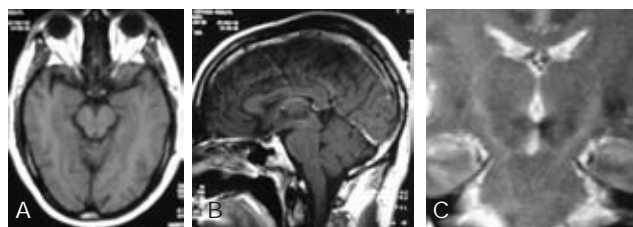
Imagen de resonancia magnética 15 de enero 2002, axial T-1 (A), sagital T-1 con gadolinio (B) y coronal T-2 (C); presencia de lesión hiperintensa en *tegmentum* mesencefálico izquierdo en su parte medial, sin reforzamiento con gadolinio, mayor hiperintensidad y un halo hiperintenso perilesional, respectivamente.
